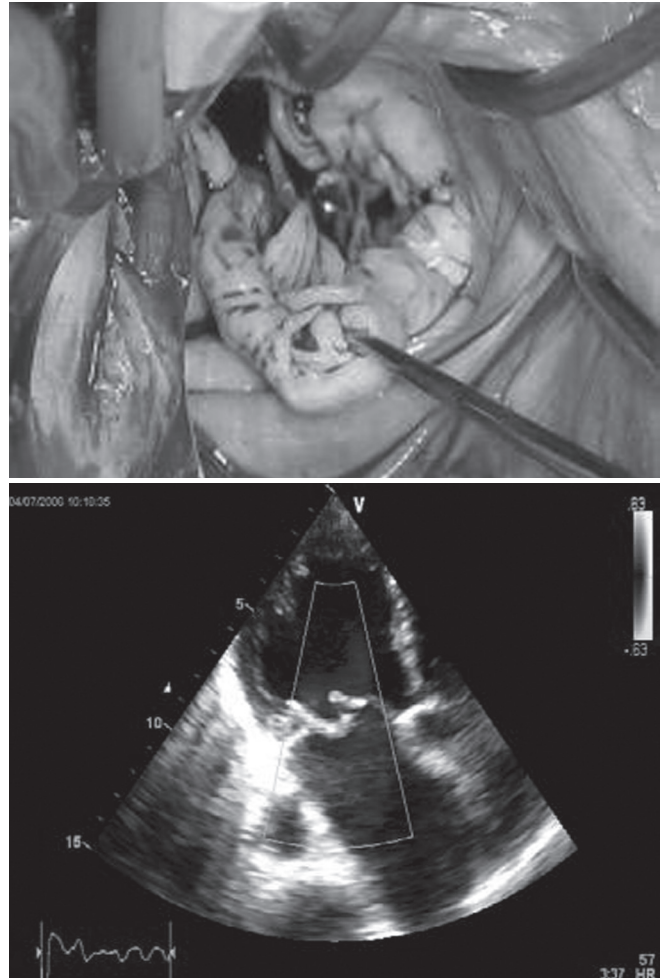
Imagine intraoperatorie și Ecocardiografică de flail de valva mitrală
